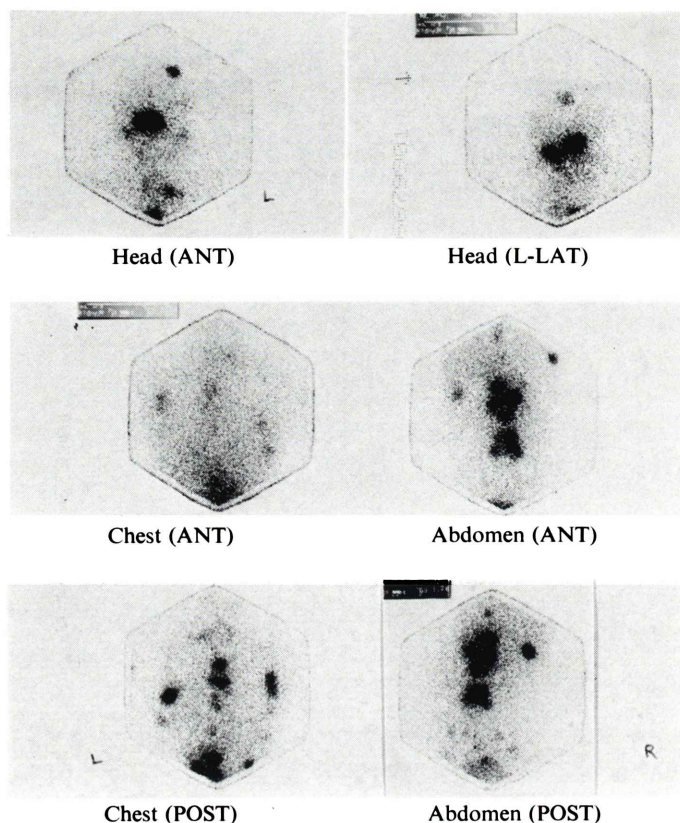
^{131}I -MIBG scintigraphy showed multiple hot uptake in paraaortic region in addition to the bone metastasis.
